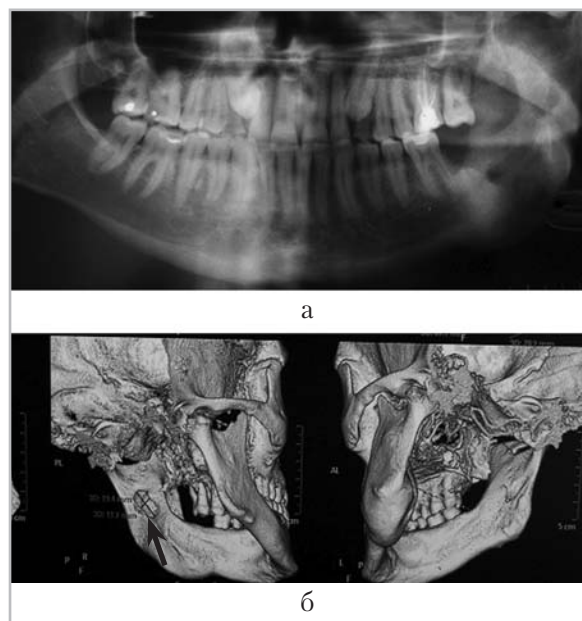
Ортопантомограмма (а) и компьютерные томограммы лицевого скелета с 3D-реконструкцией изображений (б) больного Т. через 12 мес после операции. На ортопантомограмме определяется восстановление костной ткани, прослеживаются контуры нижнечелюстного канала. Данные МСКТ с построением 3D-реконструкции через год после операции у пациента Т. позволили установить характер остеорепаративных процессов в челюстной кости. Сохраняется дефект на внутренней поверхности нижней челюсти (стрелка), увеличение объема нижней челюсти на уровне образования за счет вздутия сохраняется
